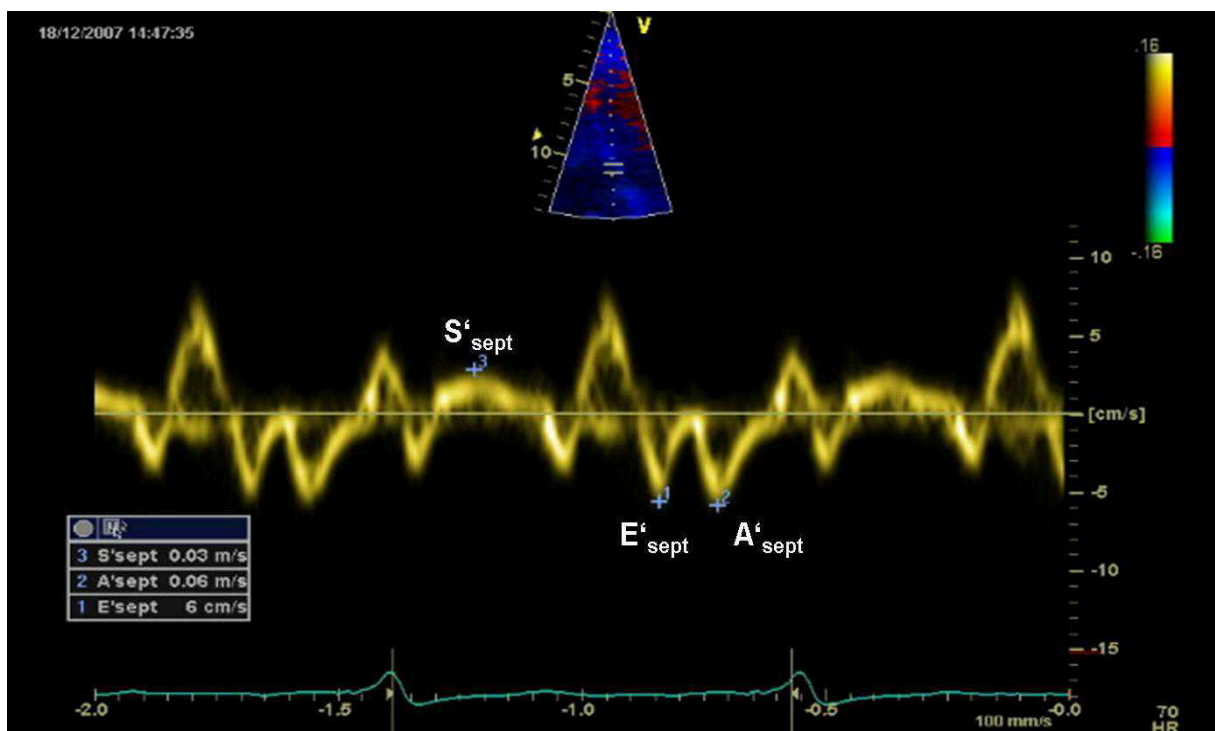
Gepulster Gewebedoppler des septalen Mitralringes.
